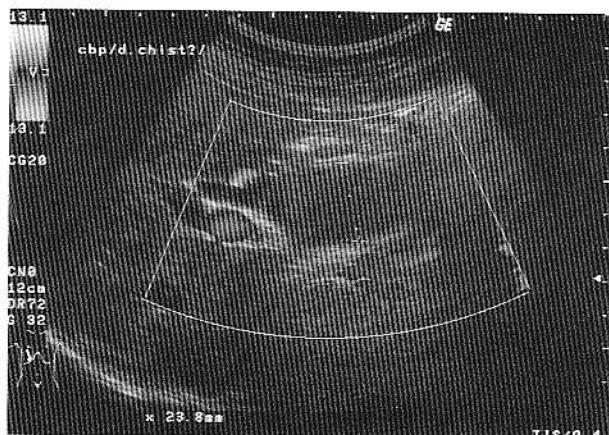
Ecografic Doppler – chist coledocian, fără semnal vascular.
